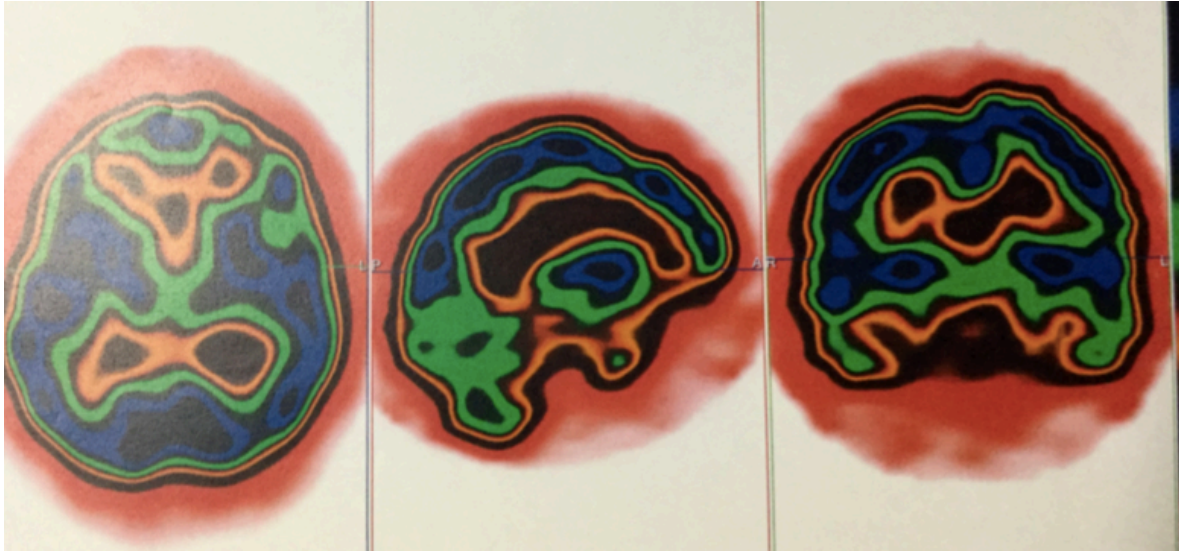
SPECT. Hipoperfusión orbitofrontal bilateral de predominio derecho, Hospital México, 2017.
